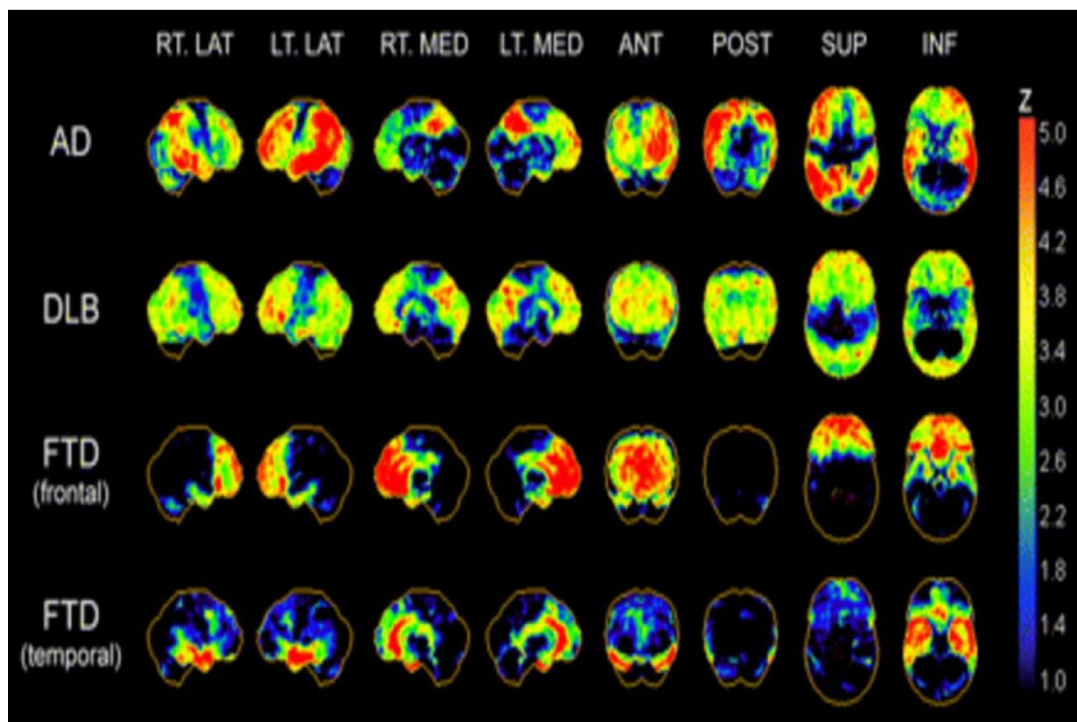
Padrão de hipometabolismo típico de DA, demência de corpos de Lewy e demência frontotemporal na PET ^{18}F -FDG. Obtido de 61
